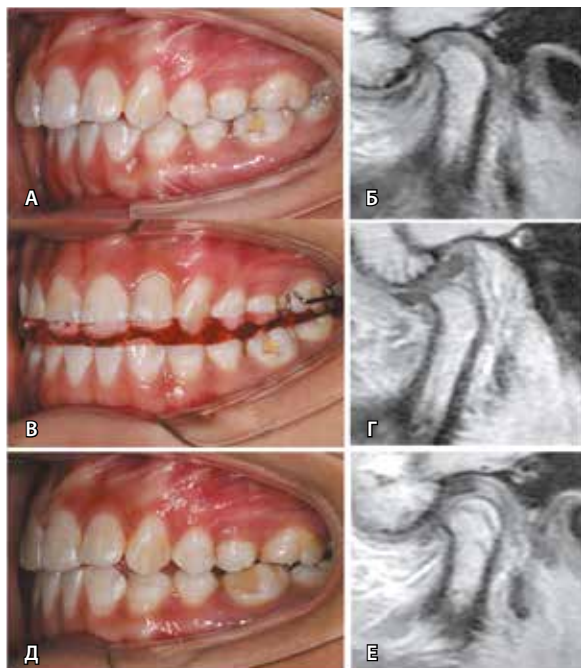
Типичный случай исправления переднего вывиха диска височно-нижнечелюстного сустава с репозицией при помощи сплент-системы. А – прикус перед применением передней репозиционирующей системы. Б – при магнитно-резонансной томографии (МРТ), выполненной при первом обращении, выявлено, что диск смещен кпереди. В – прикус при ношении передней репозиционирующей системы. Г – на МРТ диск в нормальном положении при выдвигении нижней челюсти до смыкания зубных рядов «край в край». Д – прикус после применения передней репозиционирующей системы. Е – на МРТ диск остается в нормальном положении через 1 год после применения сплент-системы
